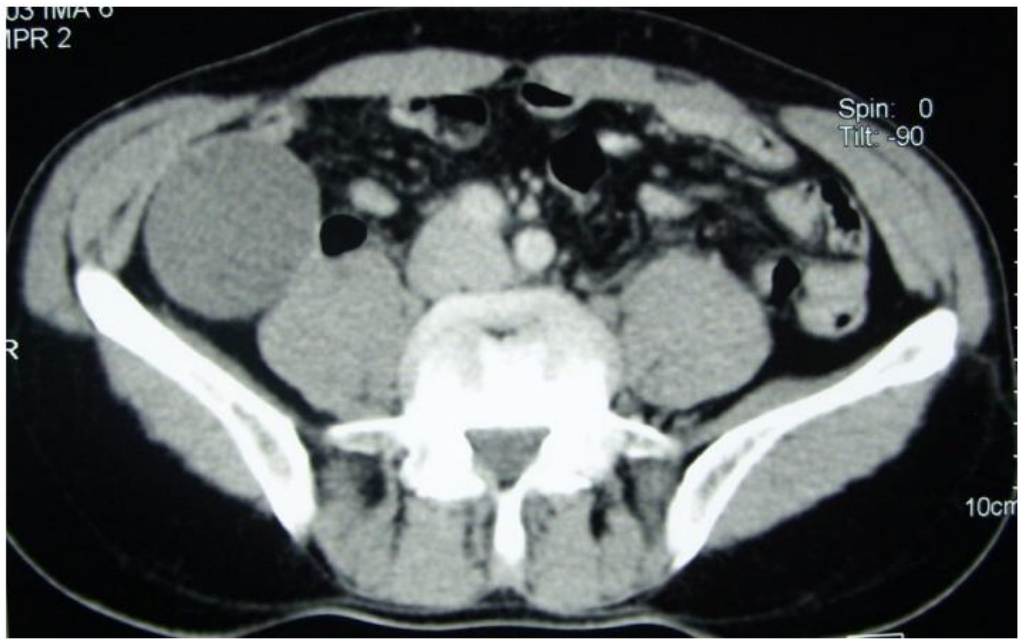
TDM abdomino-pelvienne en coupes axiales, montrant une formation kystique de la fosse iliaque droite, dont la paroi se réhausse après injection du produit de contraste.
